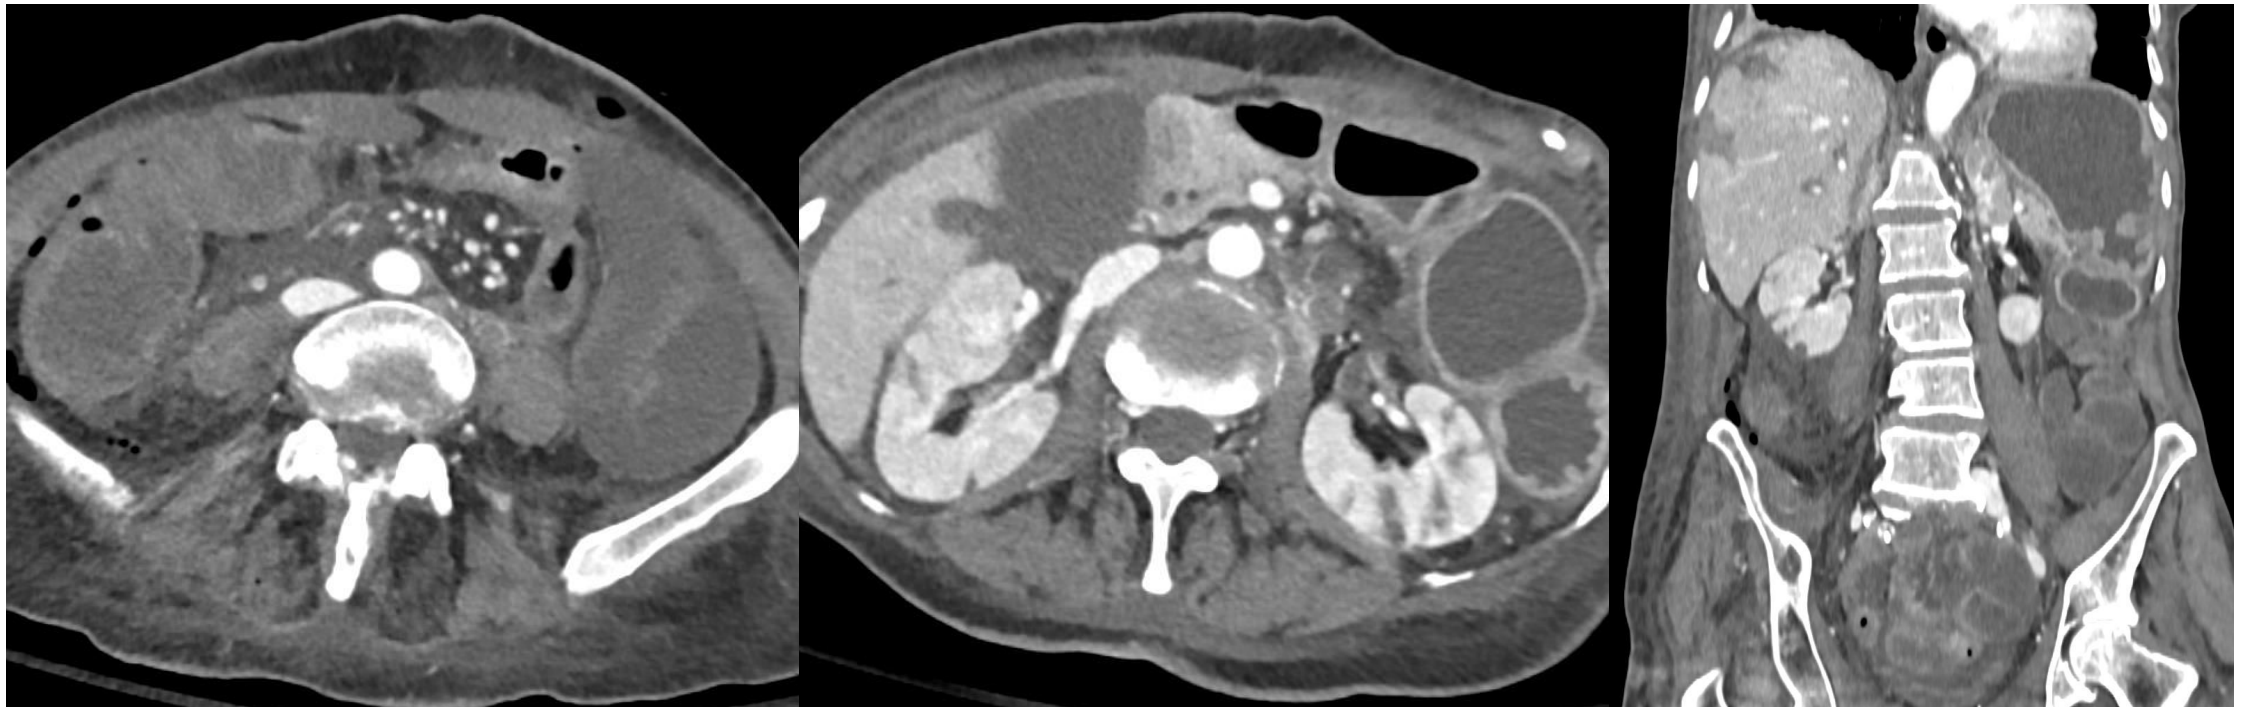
TC de abdomen con contraste EV en fase portal en una paciente con una neoplasia tuboovárica que se le realiza una cirugía de citoreducción primaria. Se observan signos de isquemia de asas intestinales, infartos renales y alteración de la perfusión esplénica y hepática.
